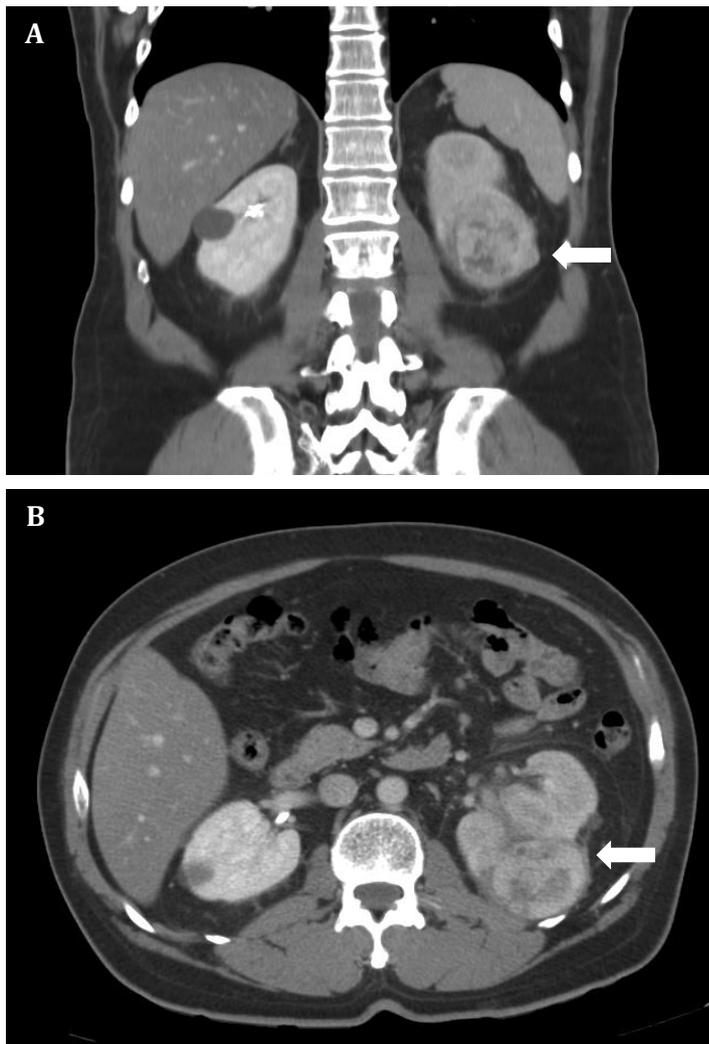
Imagen de tomografía computerizada (TC). En las imágenes se muestra una masa renal izquierda que se extiende a nivel mesorrenal y del polo renal inferior (A y B; flechas blancas), y que realza con el contraste intravenoso administrado durante la realización de la exploración
